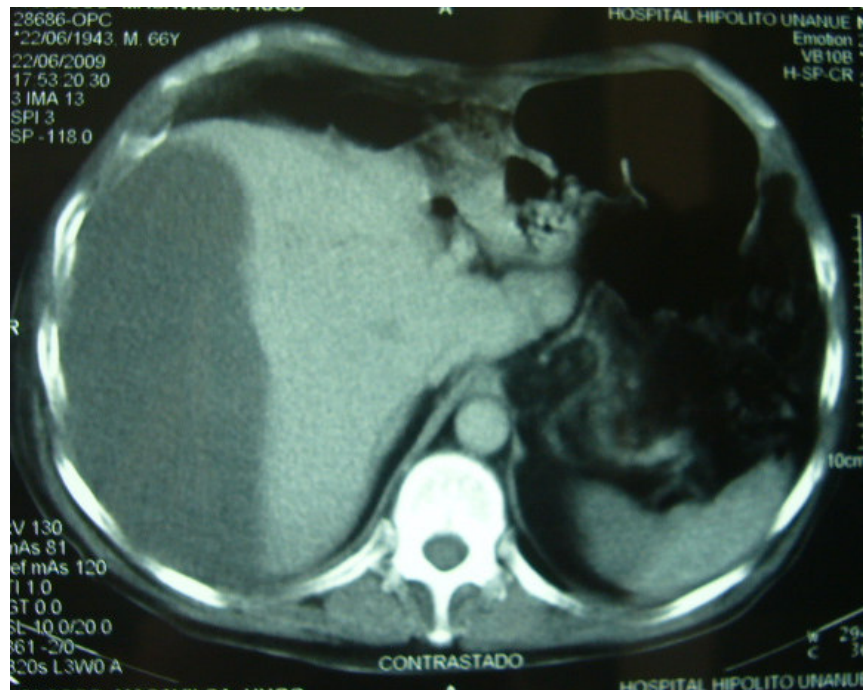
TAC abdominal muestra trauma hepático grado III (HNHU)
